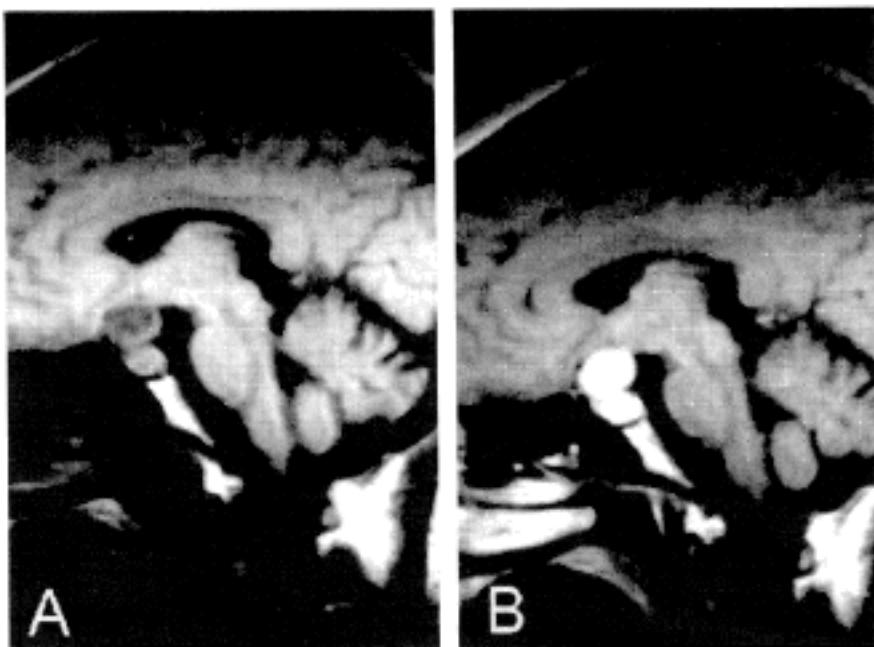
On MRI, there is a dumbbell-shaped mass with low signal intensity in the sellar area (A). It is homogeneously enhanced and compresses the optic chiasm and the third ventricle floor (B).
